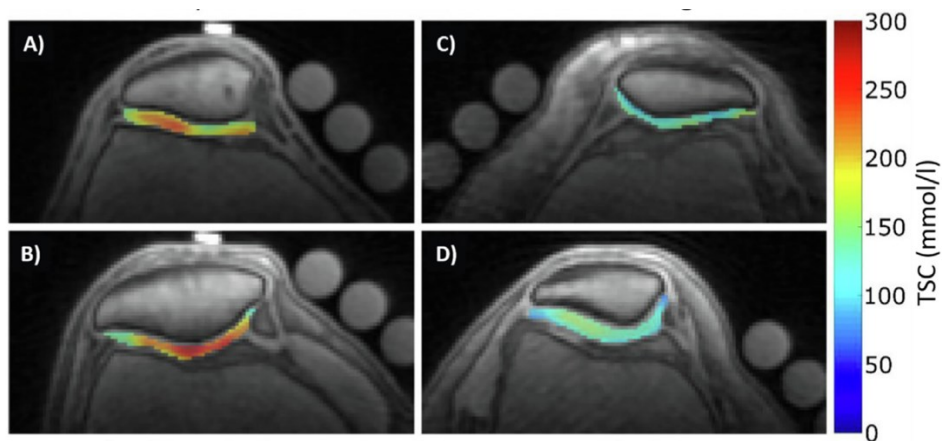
^{23}Na MRI combinata a ^1H MRI. (A)(B) Cartilagine patellare di soggetti sani; (C) Paziente affetto da osteoartrite; (D) Paziente con difetto cartilagineo post-traumatico. Dati acquisiti a 3 T con una bobina di superficie, correzioni per effetti di volume parziale e rilassamento. Gast *et al.*, 2023
